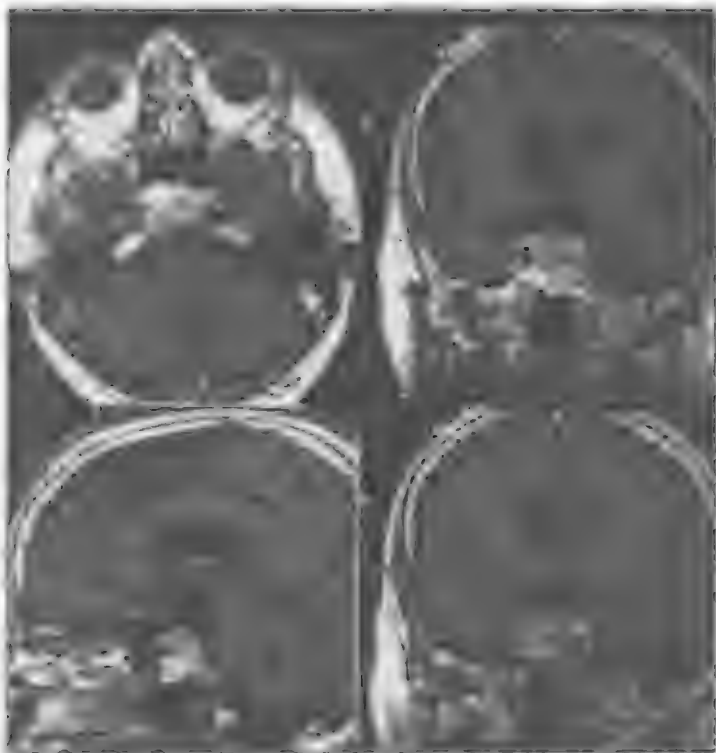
Метастаз рака почки в скат, проявившийся нарастающим параличом глазодвигательного нерва. МРТ. Диагноз установлен при биопсии опухоли, в дальнейшем подтвержден УЗИ и КТ.
